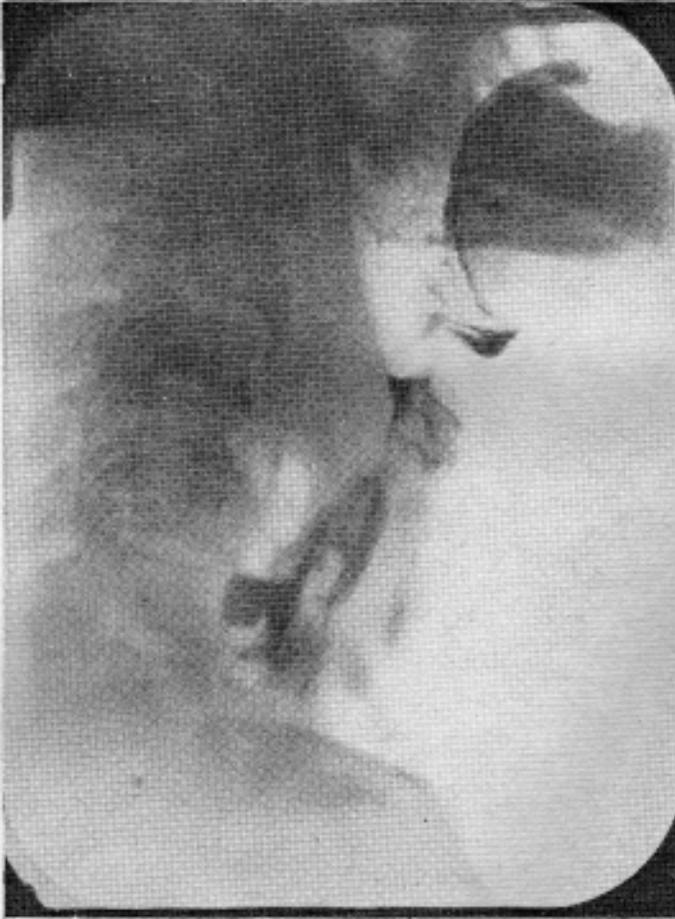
Radiografía de esófago. Perfil.
